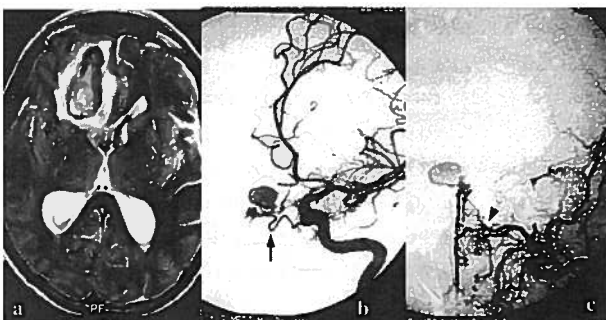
a,b. Doente 4. Hematoma intraparenquimatoso fronto-basal direito rodeado por edema em IRM axial em T2 (a). A angiografia da carótida interna esquerda, incidência oblíqua (b), e da carótida externa esquerda, incidência frontal (c), demonstra o preenchimento precoce de um aneurisma venoso pelos ramos das artérias esfenopalatina (cabeça de seta) e oftálmica (seta).
